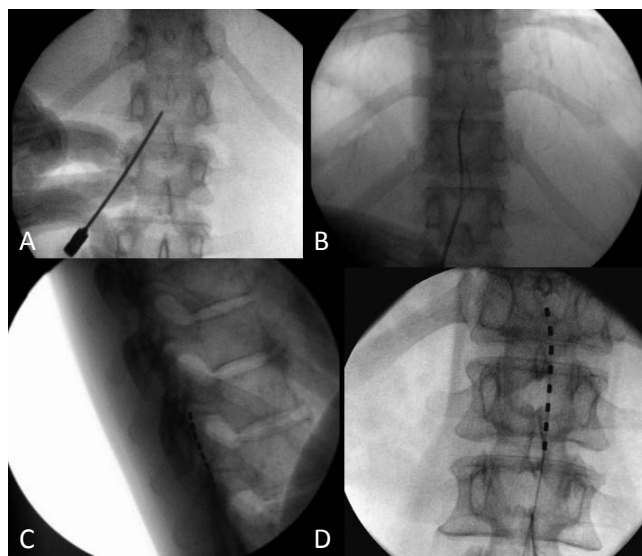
Стимуляция спинного мозга (SCS). А – передне-задняя проекция поясничного отдела позвоночника, позиционирование иглы для последующего проведения через нее электрода; В – передне-задняя проекция, этап проведения электрода по эпидуральному пространству; С – боковая проекция, контроль эпидуральной локализации электрода; Д – передне-задняя проекция, коррекция расположения электрода на уровень поясничного утолщения, конского хвоста (уровень Th12-L1 с учетом данных ранее проведенной МРТ и ответа на электростимуляцию во время операции)
